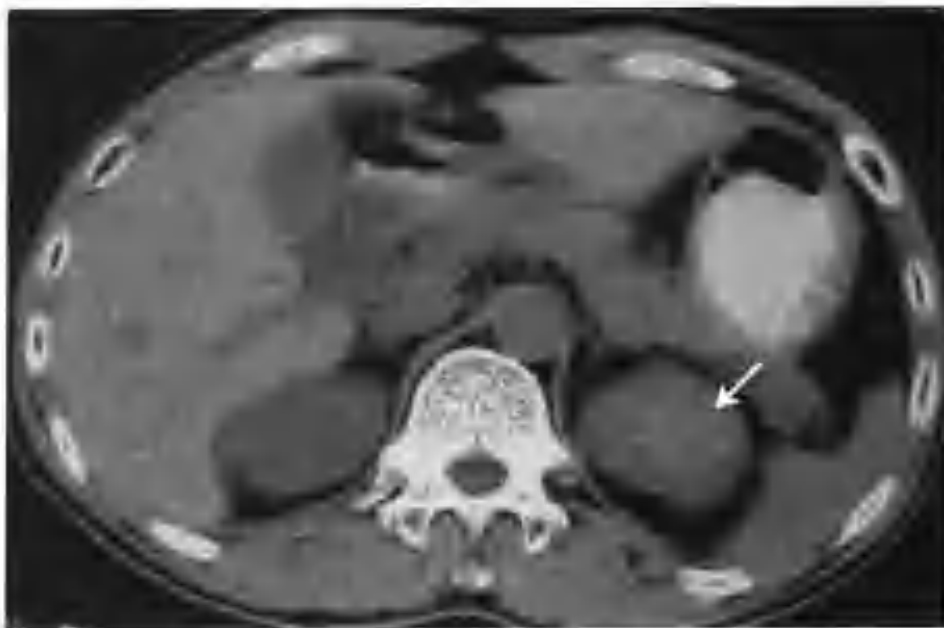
左肾透明细胞癌 (CT 见左肾上极有一个 $5.0\text{cm} \times 5.5\text{cm}$ 的团块影 (箭头), 平扫密度较均匀, CT 值 $46 \sim 56\text{HU}$, 可见两处斑、片状均匀高密度区, 为瘤内出血)
